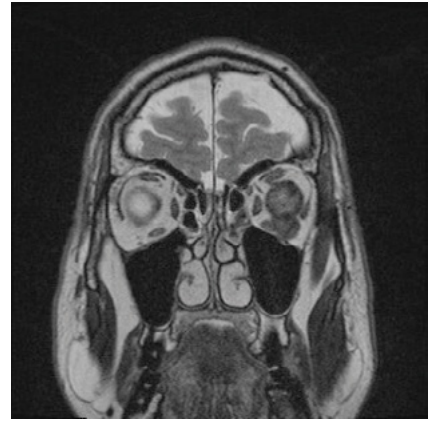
Imagen RM (T2, hipointensa) de la recidiva.
